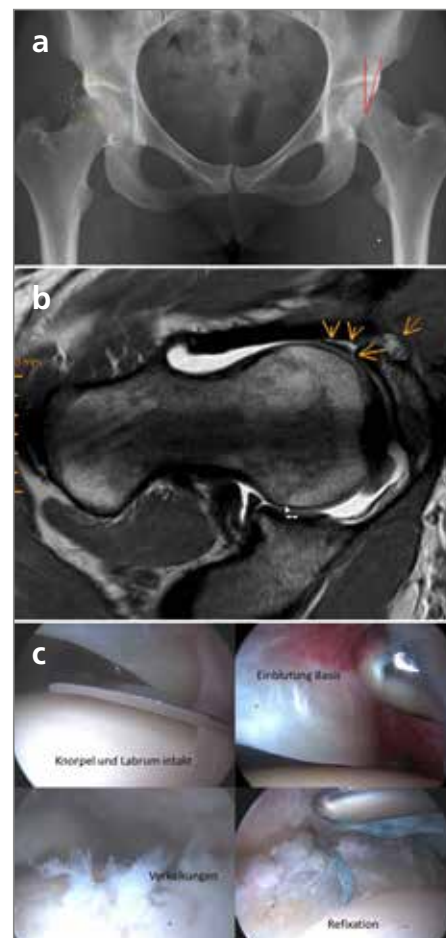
33-jährige Frau mit Leistschmerzen rechts. Längeres Sitzen und Sport sind nicht mehr möglich. Beidseits finden sich eine leichte Hüftdysplasie sowie ein „crossing sign“. Im Bereich des Pfannenerkers erkennt man eine periartikuläre Verkalkung (a). Das Arthro-MRI zeigt intakte Knorpelverhältnisse und eine basisnahe Ablösung des Labrums. Weiter kommt die Verkalkung zur Darstellung (b). Intraoperativ bestätigt sich, dass keine Knorpelveränderungen vorliegen. Das Labrum zeigt Einblutungen an der Basis. Die Verkalkungen werden abgetragen, das Labrum fixiert (c)
